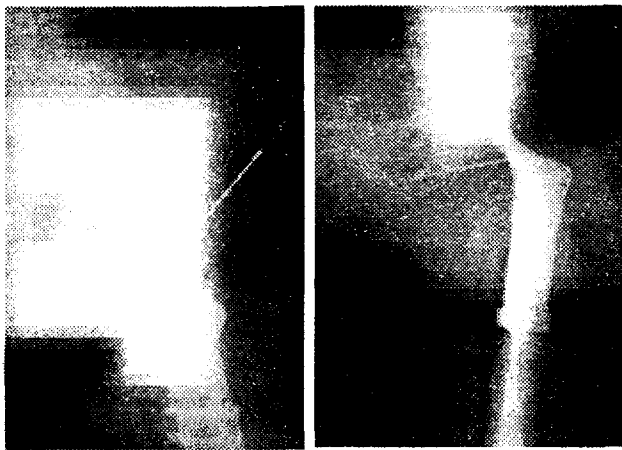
Рентгенограммы больной Д., 45 лет.
